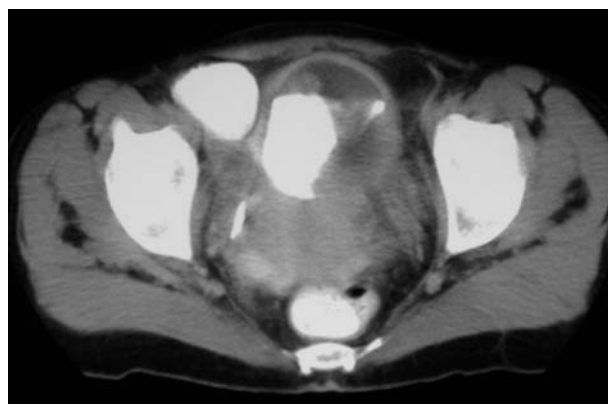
Tomografía axial computerizada donde se observa neoplasia vesical que provoca uropatía obstructiva izquierda.
